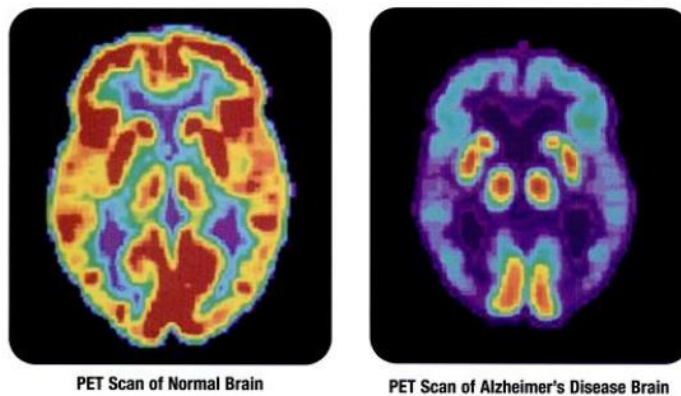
Confronto scansione PET di un cervello sano e di uno affetto da AD
